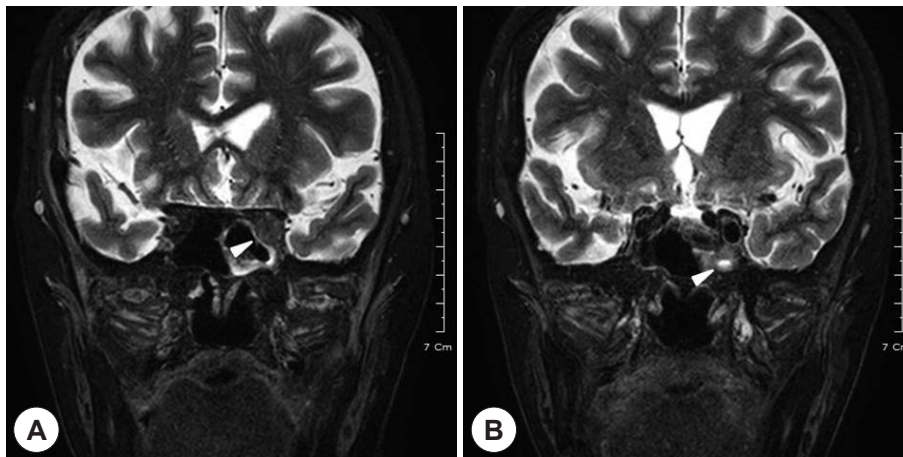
Fat-saturated T2 weighted view on MRI shows infiltrative mass in the left orbital apex (A, white arrow), including the inferior orbital fissure, extending to the left cavernous sinus (B, white arrow).
